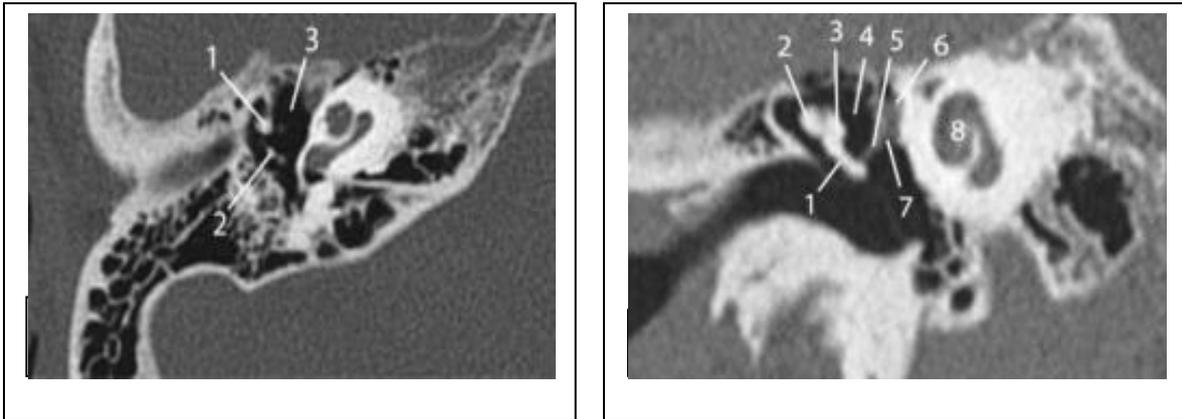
a) TDM en coupe axiale : (1) Col du marteau ; (2) longue apophyse de l'enclume ; (3) cavité tympanique.
